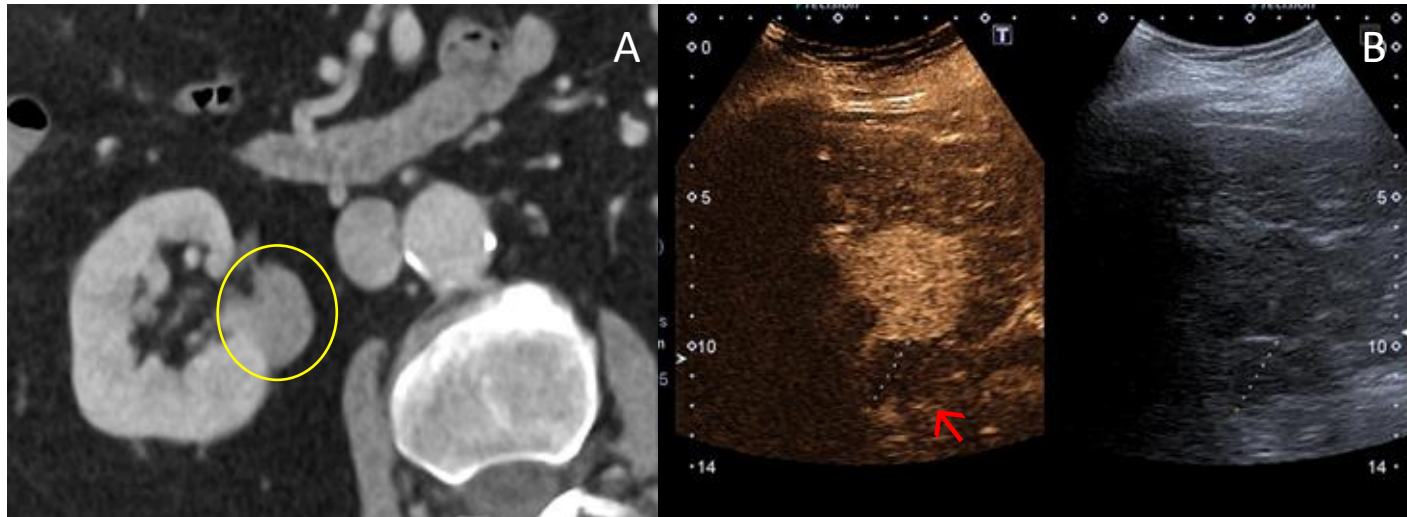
Hombre de 84 años que acude a urgencias por dolor abdominal y vómitos. A. TC abdominal en plano axial con contraste IV en fase portal. Lesiones nodulares densas que podrían corresponder a quistes con contenido denso, pero no se descarta origen tumoral de alguna de ellas. B. Ecografía con contraste. Se ven las lesiones quísticas sin claros realces intraquísticos tras la administración de contraste (Bosniak I). (→)
